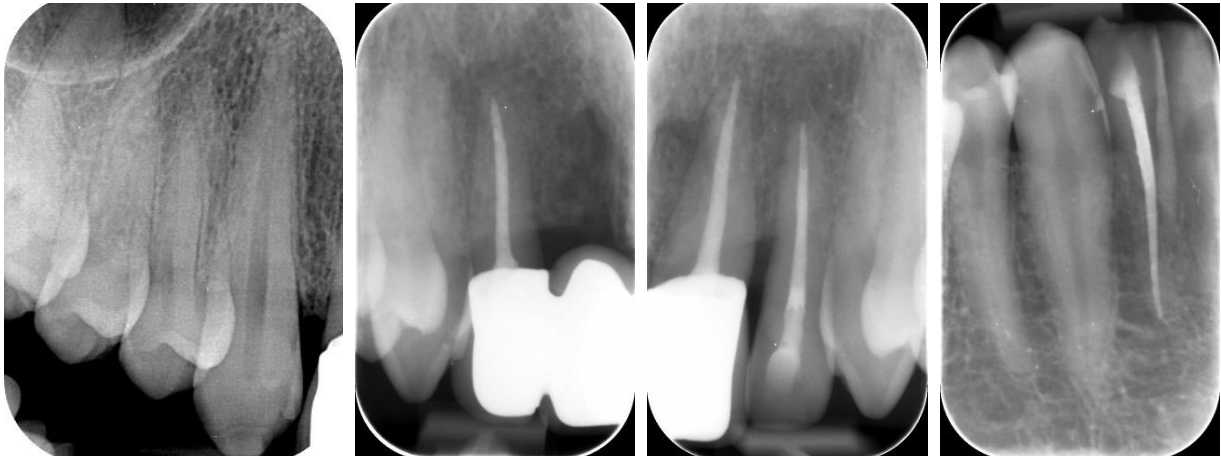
Zahnfilme der Frontzähne 15 Monate nach dem Zahntrauma. Unterbrüche des Parodontalspalts waren röntgenologische Zeichen der Ersatzgewebsresorption der Zähne 12, 21, 22 und 42.
